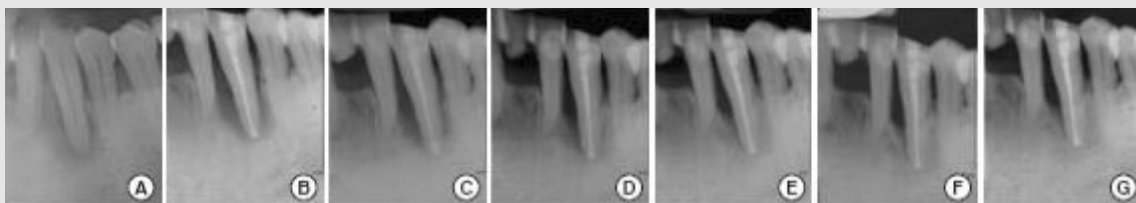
Radiographs taken before (A) and 1(B), 3(C), 6(D), 12(F) and 15(G) months after replantation. After delayed replantation, periodontal regeneration occurred by periodic follow up.
